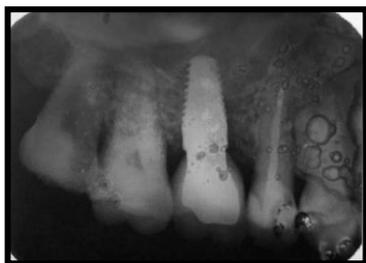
Radiografia do dente 16 pós-instalação do implante e posterior a reabilitação protética.
